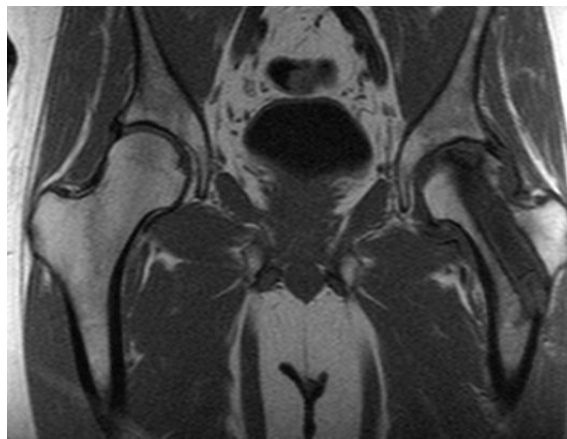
de RM en estadio 3 de Steinberg. Cabeza colapsada.
